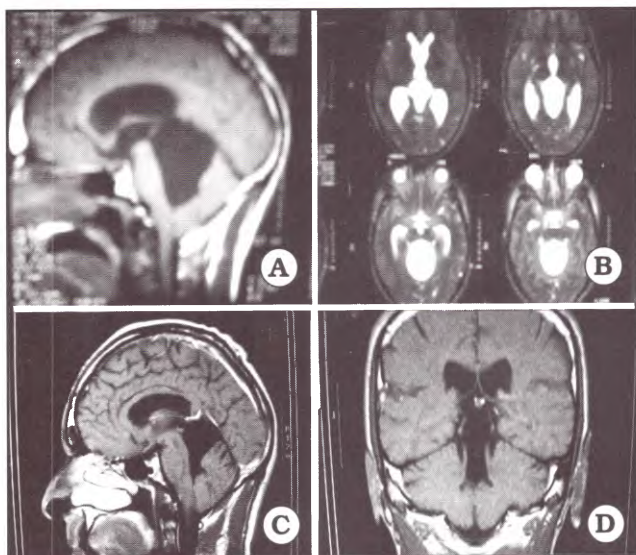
Caso 3: quiste supracerebeloso. A y B. IRM preoperatoria. C y D. IRM postoperatoria.
